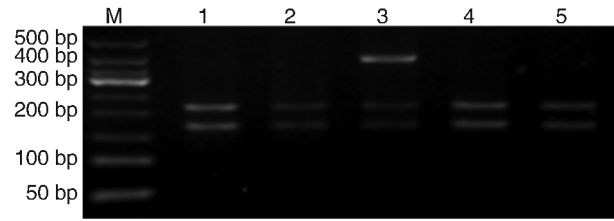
GPX-1 基因 -46C/T 多态性酶切后电泳图 M 为 DNA-Marker, 1, 2, 4, 5 为 CC 型, 3 为 CT 型。
